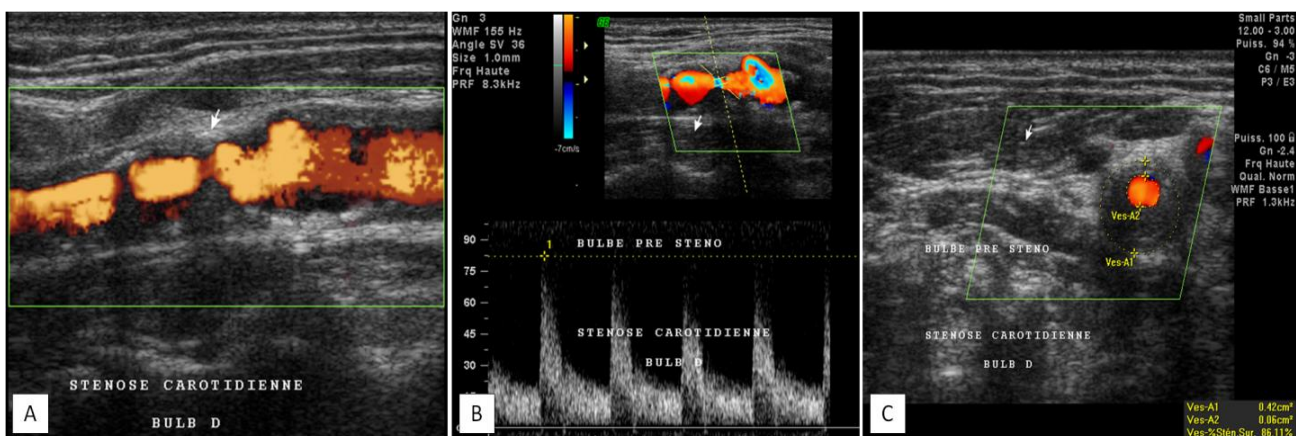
Echo-doppler des vaisseaux du cou (A, B, C) : plaque athéromateuse de la carotide interne, circonférentielle, hypoéchogène, à surface anfractueuse, déterminant une sténose morphologique à 70 % et sans retentissement hémodynamique, les vitesses sont mesurées à 82cm/sec. Indication chirurgicale d'endartériectomie carotidienne à la base du degré de sténose et du caractère potentiellement emboligène de la plaque.
